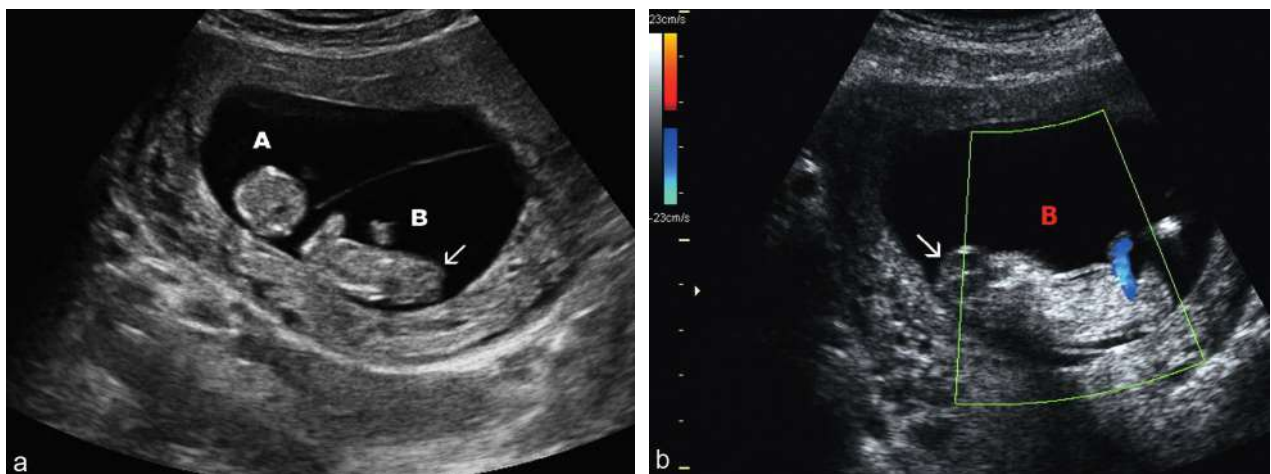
Fœtus acardiaque au 1^{er} trimestre (séquence TRAP). a. Première échographie à 12 SA. Géminaire monochoriale, un fœtus normal (A) de 55 mm et un petit fœtus mort (B) de 34 mm, sans activité cardiaque, avec un pôle céphalique (\rightarrow) non ossifié et trop petit. Le diagnostic retenu est celui de deuxième fœtus anencéphale et mort. b. Contrôle à 13,5 SA. Bonne vitalité du fœtus normal. Pour le deuxième fœtus (B), l'anencéphalie se confirme (\rightarrow) de même que l'absence d'activité cardiaque. MAIS ce fœtus mort a bien grandi et il mesure 52 mm. En Doppler, on retrouve au niveau ombilical un flux artériel pulsatile mais inversé, entrant dans le fœtus (en bleu en Doppler couleur). Le diagnostic de séquence TRAP est évoqué.
